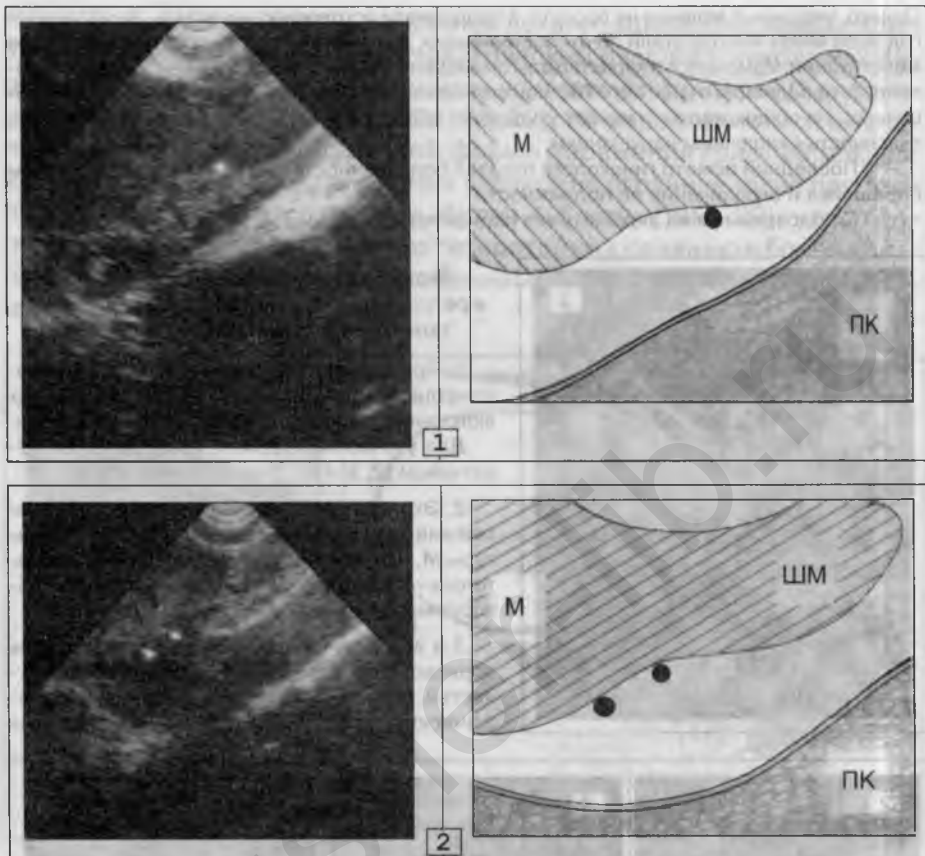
Два случая "малых" форм позадишеечного эндометриоза (подтверждены лапароскопией), невидимых в процессе обзорного сканирования и распознанных только с помощью ТВ-УЗИ.
